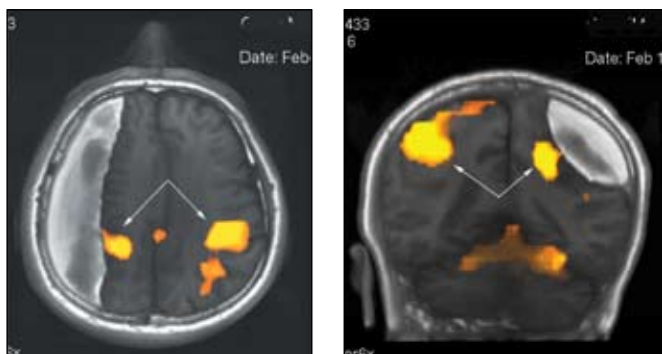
Функциональная МРТ при посттравматической хронической субдуральной гематоме в правой лобно-теменно-височно-затылочной области. Выявляются выраженные различия в размерах и расположении представительства двигательных зон пораженного (у больного контралатеральный гемипарез) и здорового полушарий мозга (стрелки — желтый цвет).
